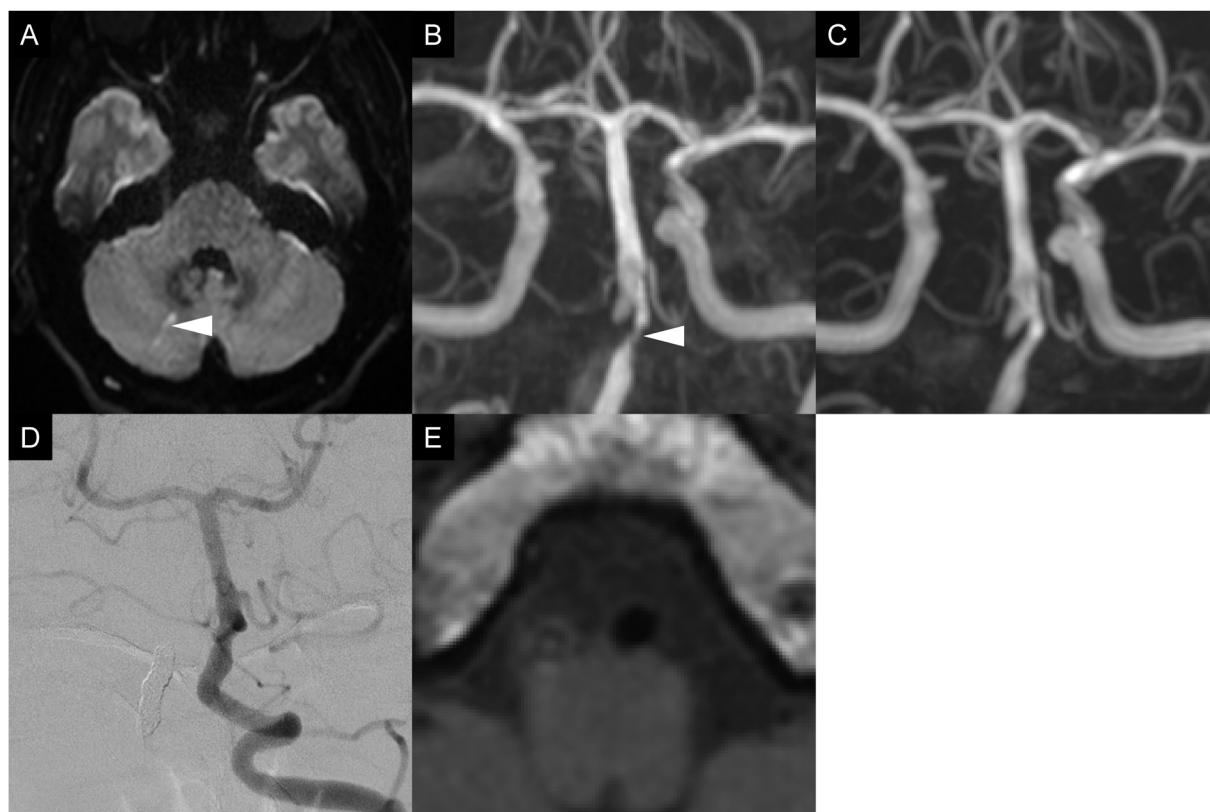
Follow-up MRI and angiography
